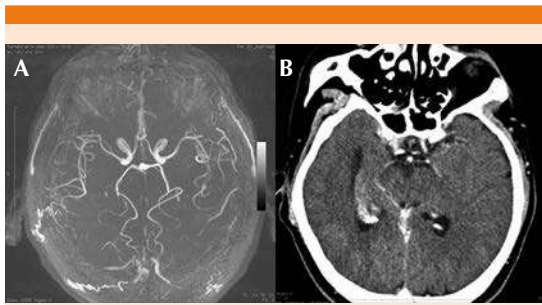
Angiotomografía computada de cráneo en cortes axiales, que muestra reconstrucción vascular con disminución del calibre difusa de la vasculatura cerebral (A) y en fase contrastada sin signos demostrables de ischemia (B).
